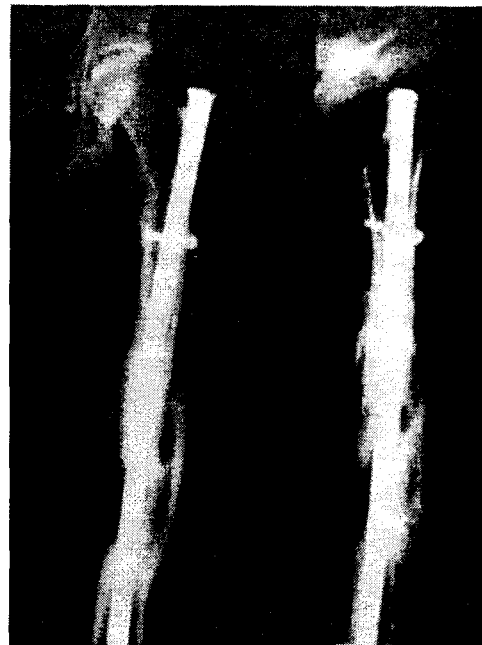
Osteosinteza cu tije Kuntcher cu focar închis (după *Manual of Internal Fixation*) a – schița operației; b – aspect radiografic.
